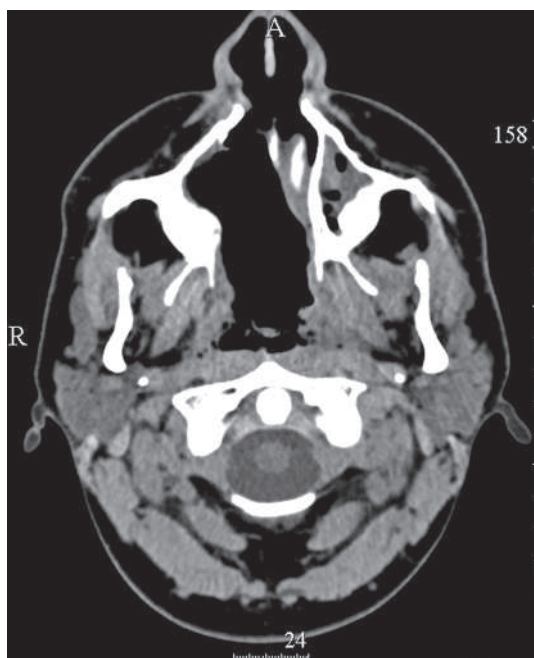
КТ ОНП пациента с ГПА с деструкцией костных структур полости носа
